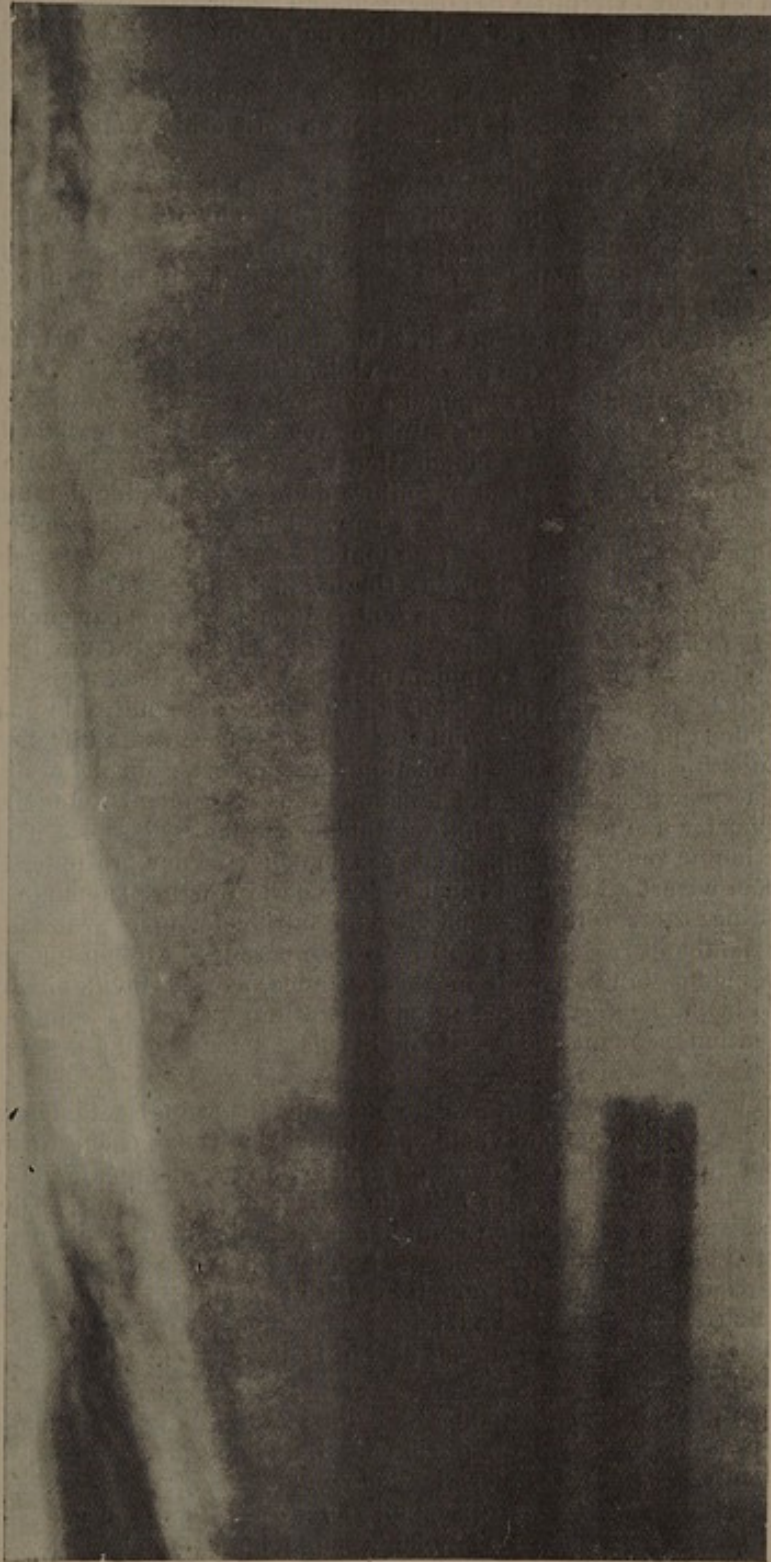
Sébastien F. Radiographie de sa jambe droite.
